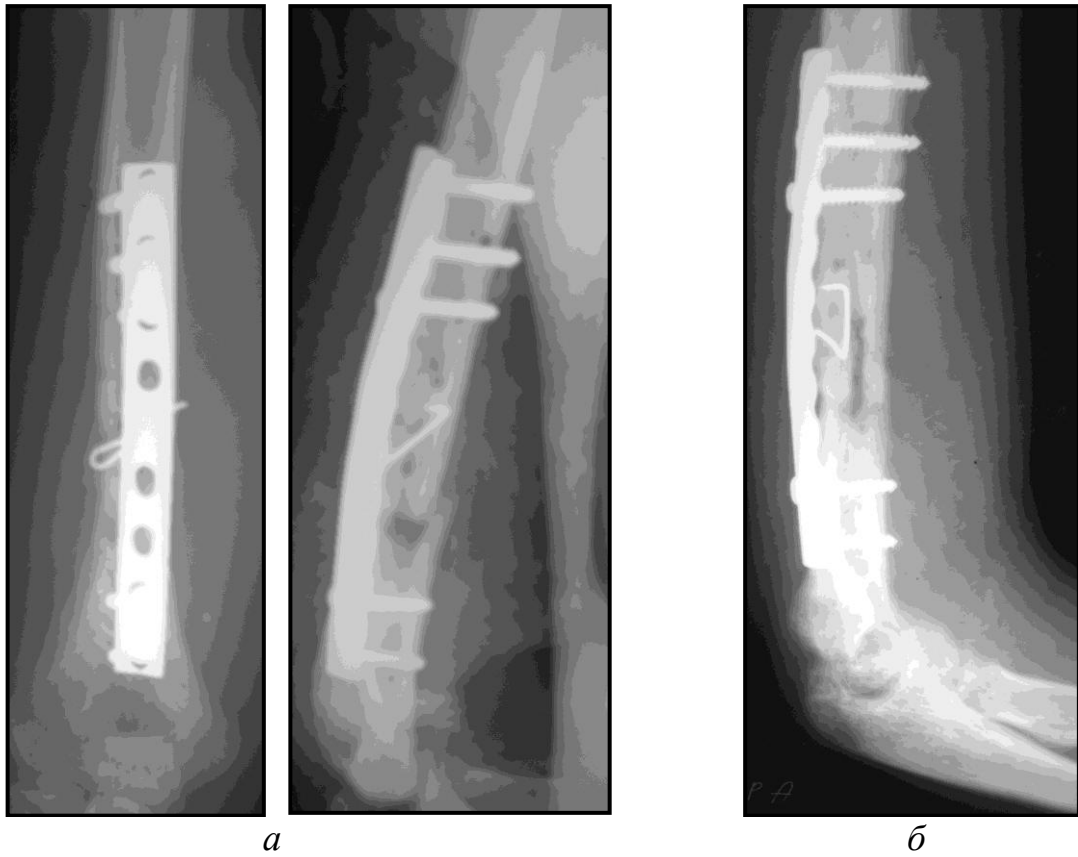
Рентгенограммы правой плечевой кости того же больного.
